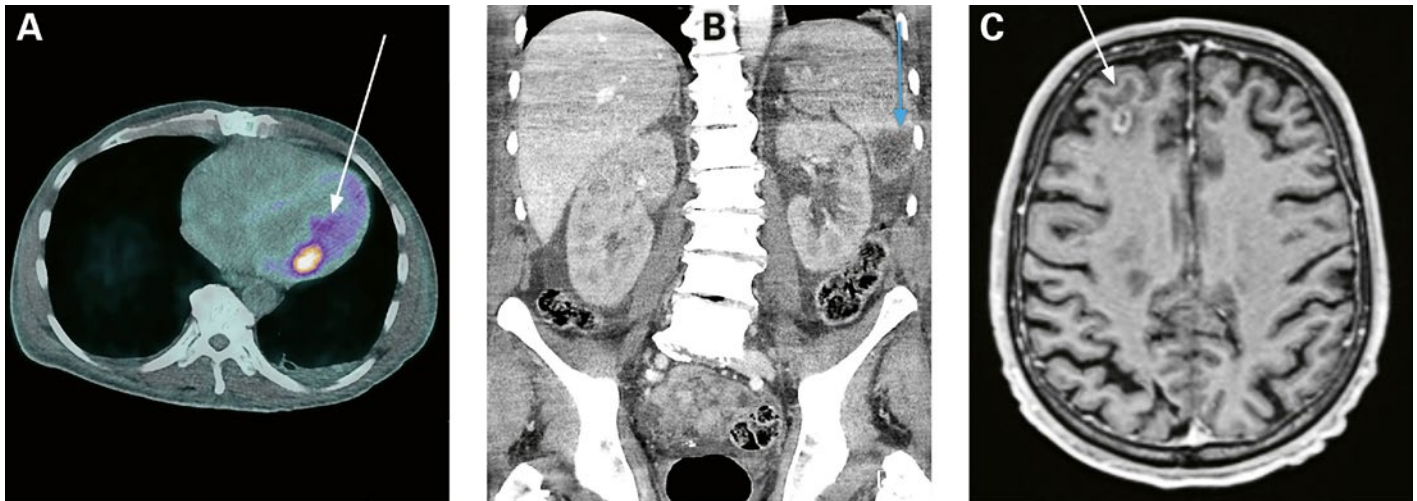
A) (18F)FDG-PET-CT-Aufnahme des Herzens (Axialschnitt) mit vermehrter Aktivität im Bereich der Aortenklappenprothese. B) Computertomogramm des Abdomens (Koronarschnitt) mit septischen Embolien in der Milz. C) Magnetresonanztomogramm des Neurokraniums (Axialschnitt) mit septischen zerebralen Embolien.
